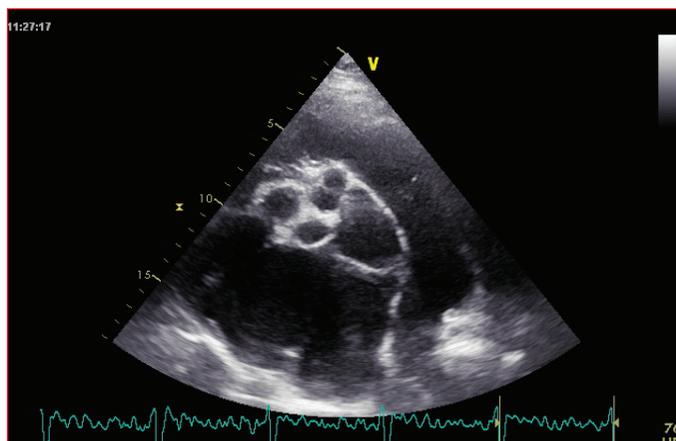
Transthoracic echocardiography (TTE) in the parasternal short-axis view shows an aneurysmal fistula artery originating from the RCA, with its proximal part visible in different segments.
